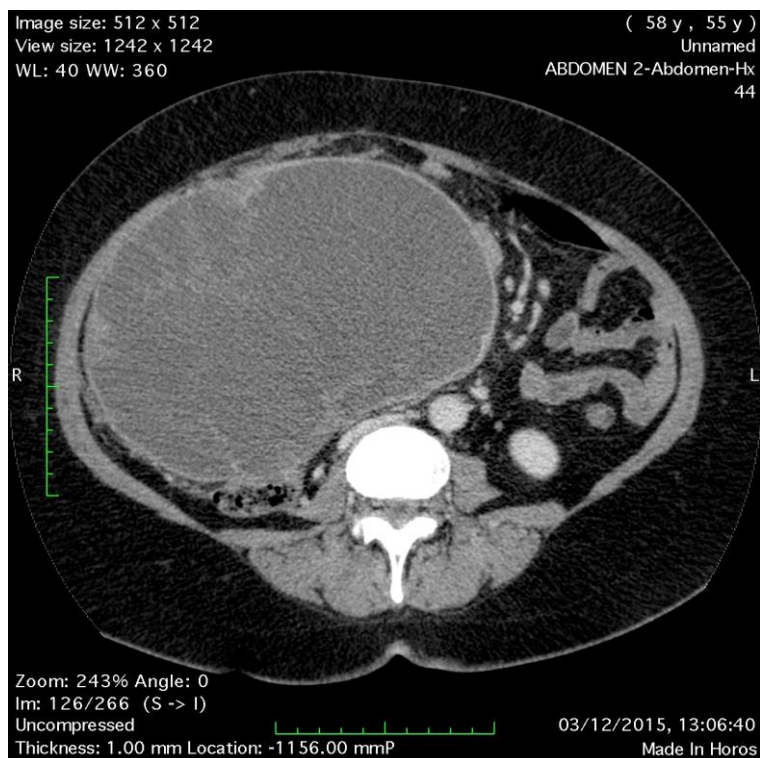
КТ пацієнтки Г. з рецидивною лейоміосаркомою матки перед першим циторедуктивних втручанням.
